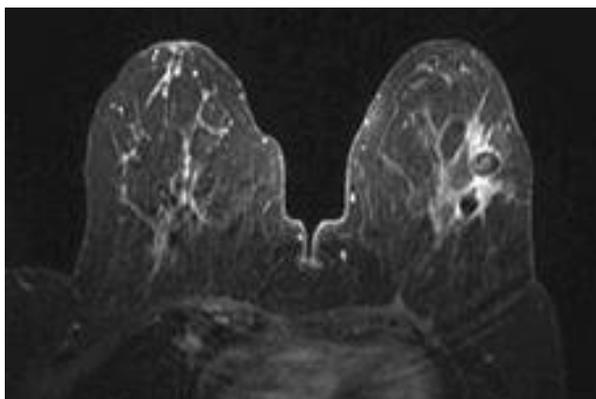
МРТ картина МЖ. Состояние после секторальной резекции левой МЖ
